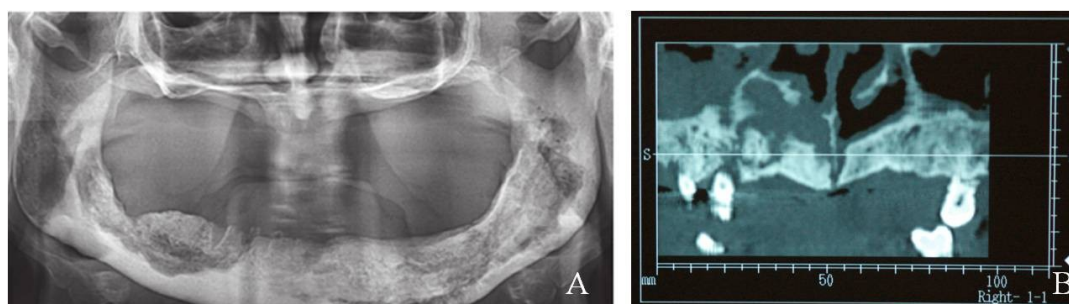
Osteonecrose dos maxilares. A - Ortopantomografia onde se observam imagens radiotransparentes indicadoras de osteonecrose (adaptado de Janovská, 2012); B - Tomografia computadorizada onde se destacam imagens radiotransparentes indicadoras de osteonecrose (Fotografia cedida por Professor Doutor Francisco Salvado).
